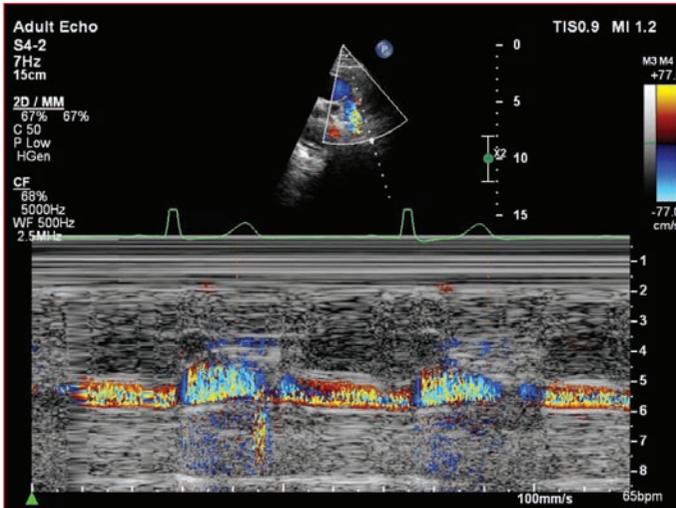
Color M-mode imaging of patent ductus arteriosus by transthoracic echocardiography: Continuous flow within the patent ductus arteriosus is seen with color M-mode imaging from the supra sternal view by transthoracic echocardiography.
